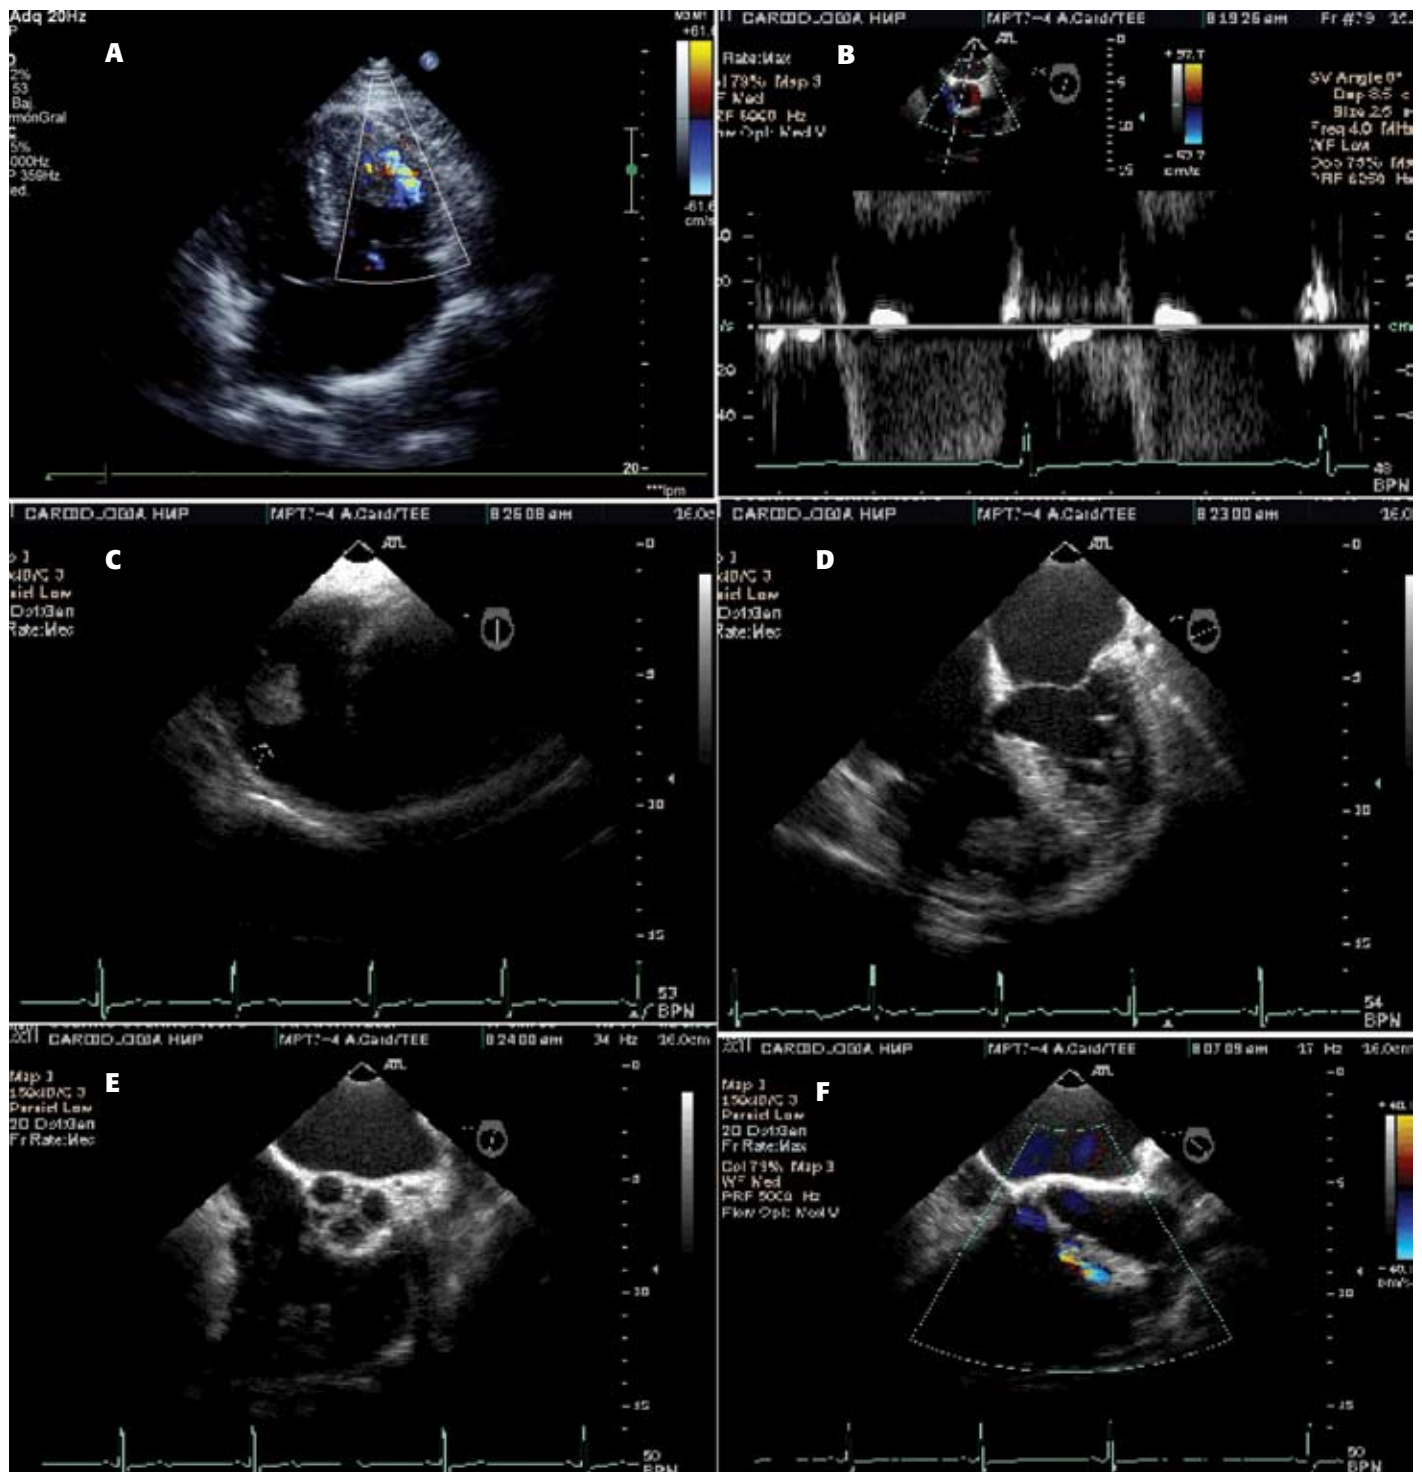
Ecocardiograma transtorácico. A. Eje apical de cuatro cámaras. Nótese la tumoración en relación con los segmentos apicales septales y laterales con flujo turbulento entre ellos. B. Mediante doppler continuo entre la tumoración y los segmentos apico-laterales, el gradiente pico fue 16 mmHg. Ecocardiograma transesofágico. C, D y E muestran la tumoración en relación con el tabique interventricular, ápex y segmentos apico-laterales. F. En el eje largo medio esofágico se observa dilatación del tercio proximal de la arteria coronaria derecha por probable fístula coronaria al ventrículo derecho y a la masa.
